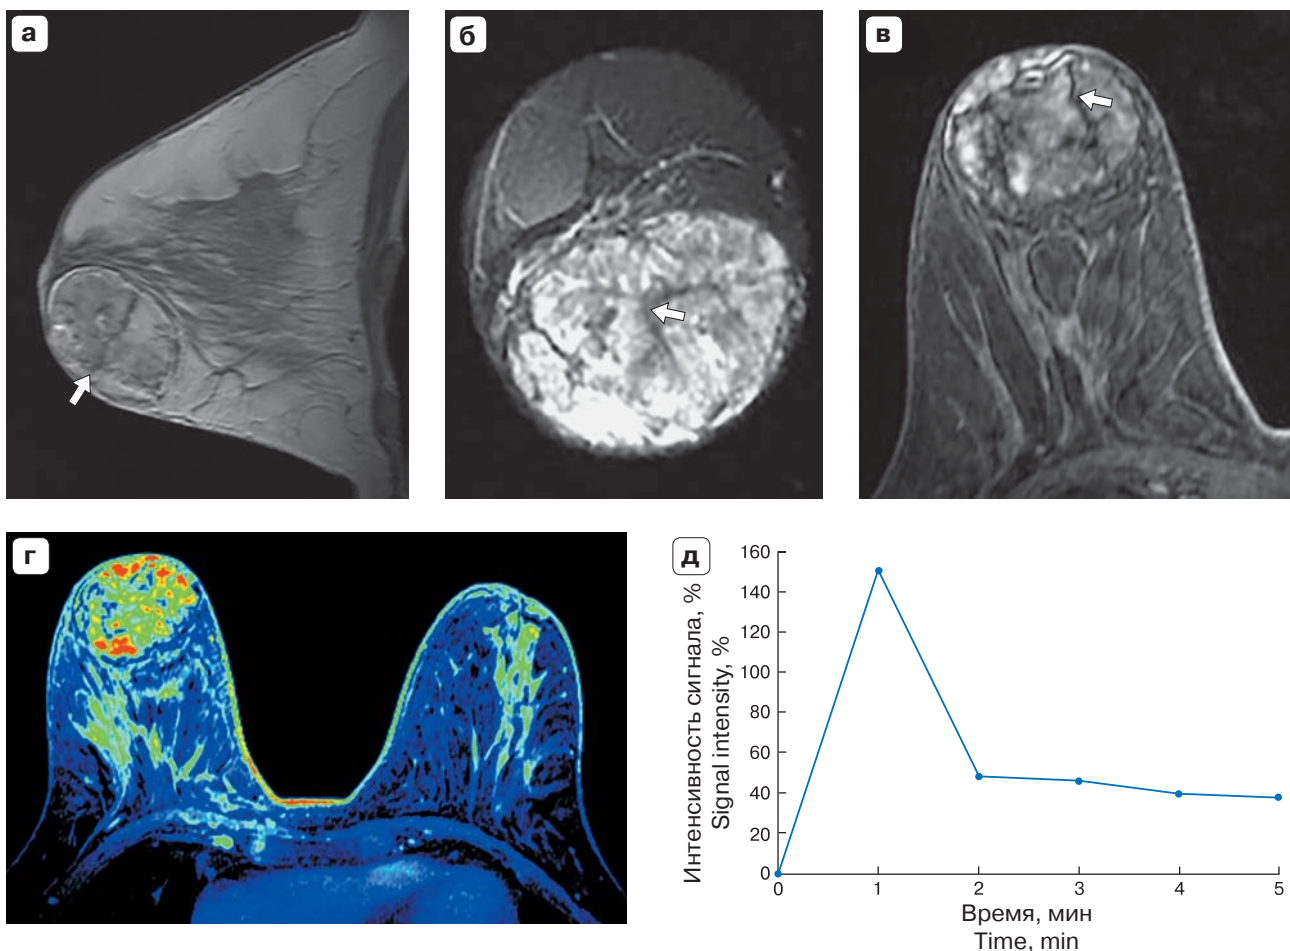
Злокачественная филоидная опухоль правой молочной железы у пациентки 29 лет. МРТ.
